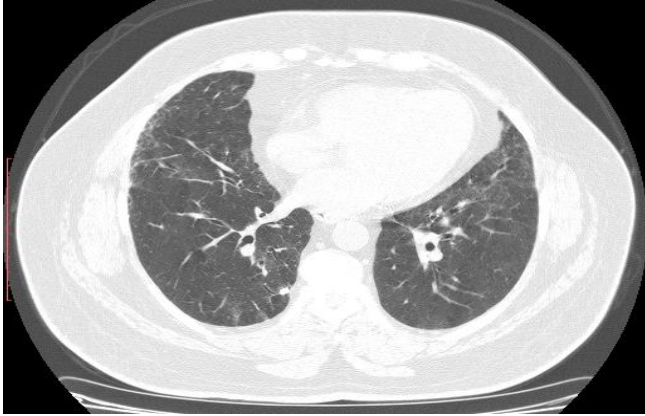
Geliş YÇBT: Belirgin buzlu cam dansitesinde alanlar, mozaik atenuasyon, interlobuler alanlarda kalınlaşma ve sentriasiner nodüller.
